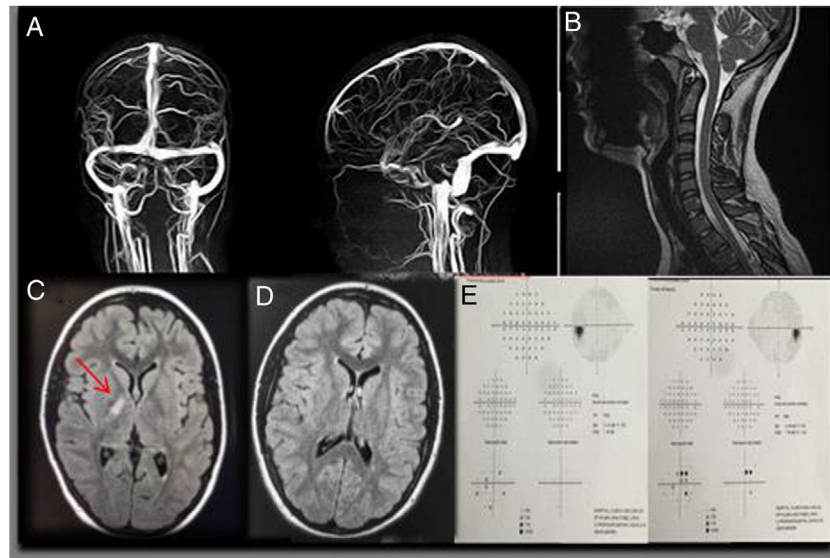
Se muestran las pruebas complementarias de la paciente 1 (CPG) A) Imágenes de angio-MRI sin alteraciones. B) MRI con gadolinio de la columna cervical sin alteraciones. C) Imagen de axial de MRI en secuencia FLAIR con gadolinio donde se observan lesiones hiperintensas en región capsulotalámica sugerentes de enfermedad desmielinizante. D) MRI realizada 6 meses tras la primera en la que no se observan lesiones. E) Campimetría Humphrey 24-2 dentro de la normalidad en ambos ojos (mínimo defecto paracentral OI).
